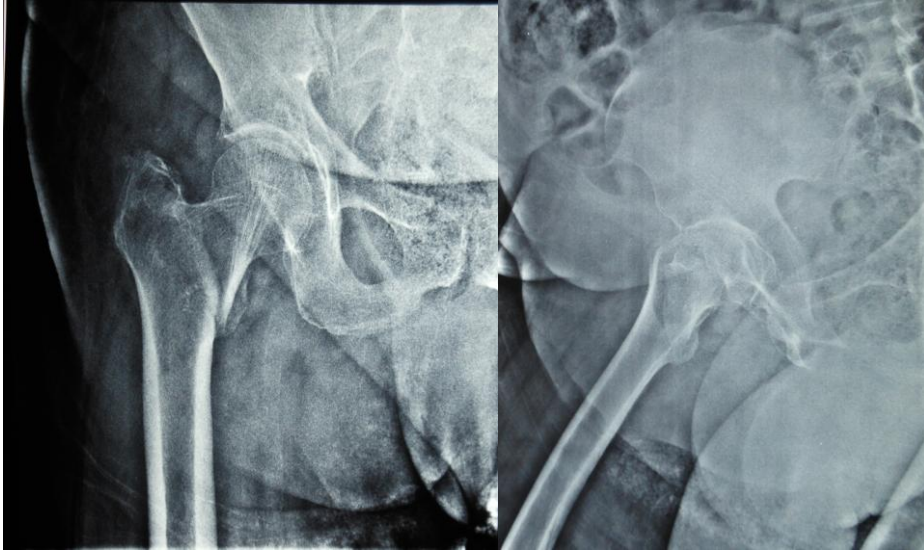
Preoperatif direkt radyografisi
